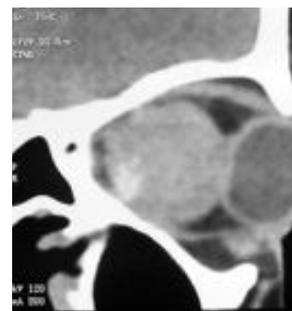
TDM : Masse rétro oculaire intraconale avec présence de calcifications
